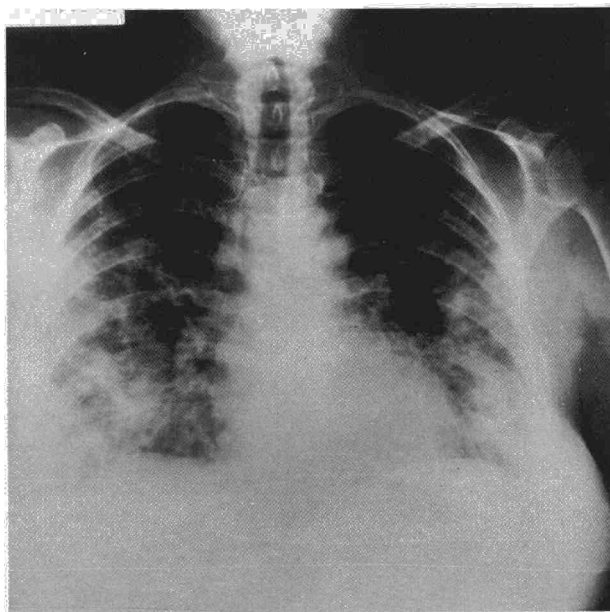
Radiografía PA de tórax en la que se puede apreciar un patrón alveolo-intersticial difuso que afecta a ambos parénquimas pulmonares.
